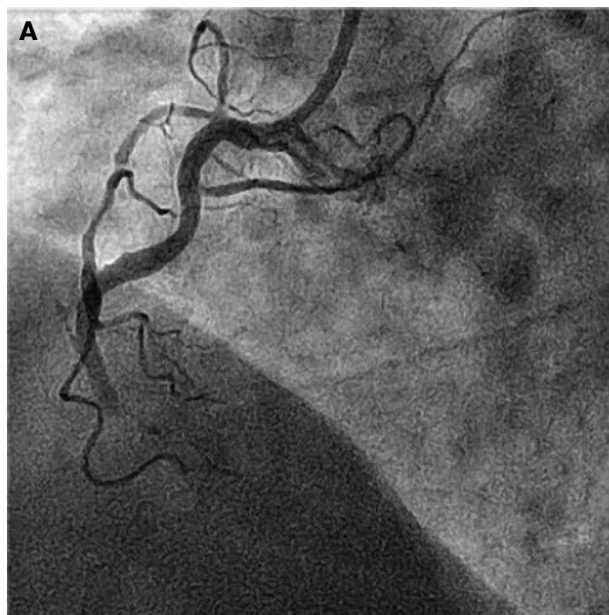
Коронарограмма пациента в первые 4 ч от начала симптомов STEMI. А – тромботическая окклюзия в средней трети правой венечной артерии без признаков дистального кровотока, степень эпикардиального кровотока – TIMI 0, степень миокардиальной перфузии – MBG 0. Б – момент имплантации стента в зону тромботической окклюзии. В – кровоток восстановлен после имплантации интراكоронарного стента, степень эпикардиального кровотока – TIMI 3, степень миокардиальной перфузии – MBG 3.
